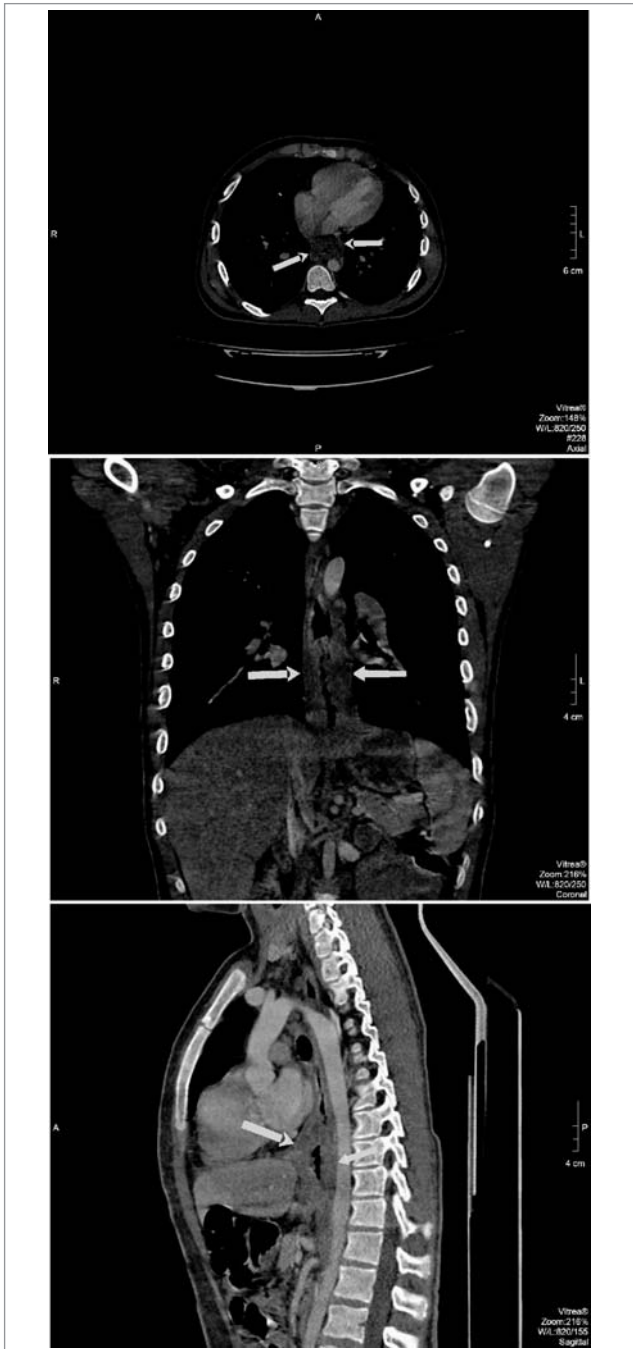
Комп'ютерна томографія грудної клітки з внутрішньовенним контрастним підсиленням. Циркулярне потовщення стінок нижньої третини стравоходу із поширенням процесу піддіафрагмально на черевну його частину, товщиною до 12 мм (N — до 4 мм), протяжністю до 10 см
